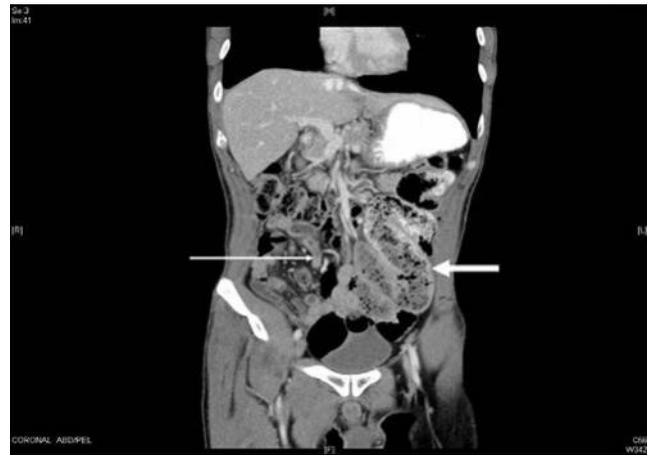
Obstrucción parcial crónica del intestino delgado. Este paciente se presentó con dolor abdominal crónico de varios meses de evolución y vómito intermitente. La imagen de la tomografía computarizada coronal muestra asas intestinales proximales muy dilatadas en el lado izquierdo (*flecha gruesa*) con asas intestinales descomprimidas del lado derecho (*flecha delgada*). El segmento dilatado tiene evidencia de fecalización del contenido intestinal, consistente con la naturaleza crónica de la obstrucción. El vómito del paciente tenía olor y calidad fecaloides. En la laparotomía exploradora se identificaron y dividieron bridas.
